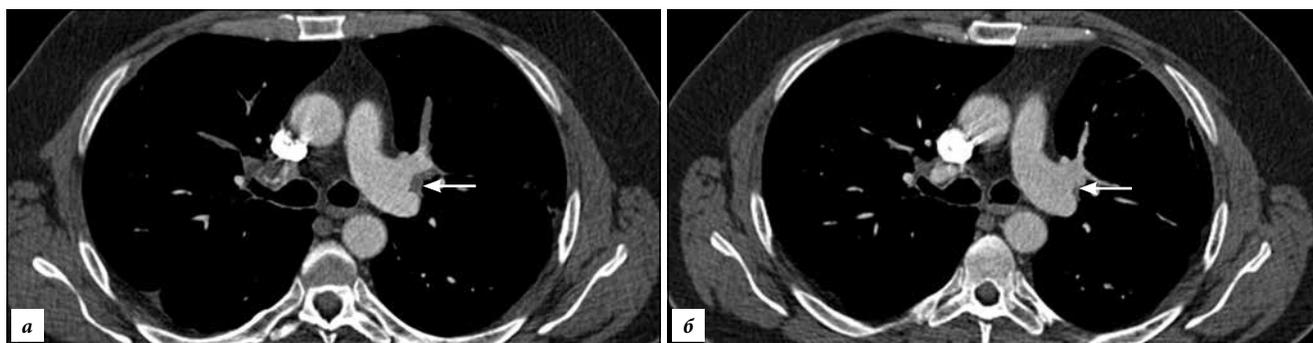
Мужчина 48 лет, МСКТ-ангиопульмонография в динамике: а – острая ТЭЛА, визуализируются массивные внутрисосудистые дефекты контрастирования (стрелка) плотностью около 32 едН, с субокклюзией сегментарных и субсегментарных ветвей правой и левой легочных артерий; б – через 12 месяцев, хроническая ТЭЛА, определяются плоские пристеночные, более плотные (около 63 едН) дефекты контрастирования (стрелка).
